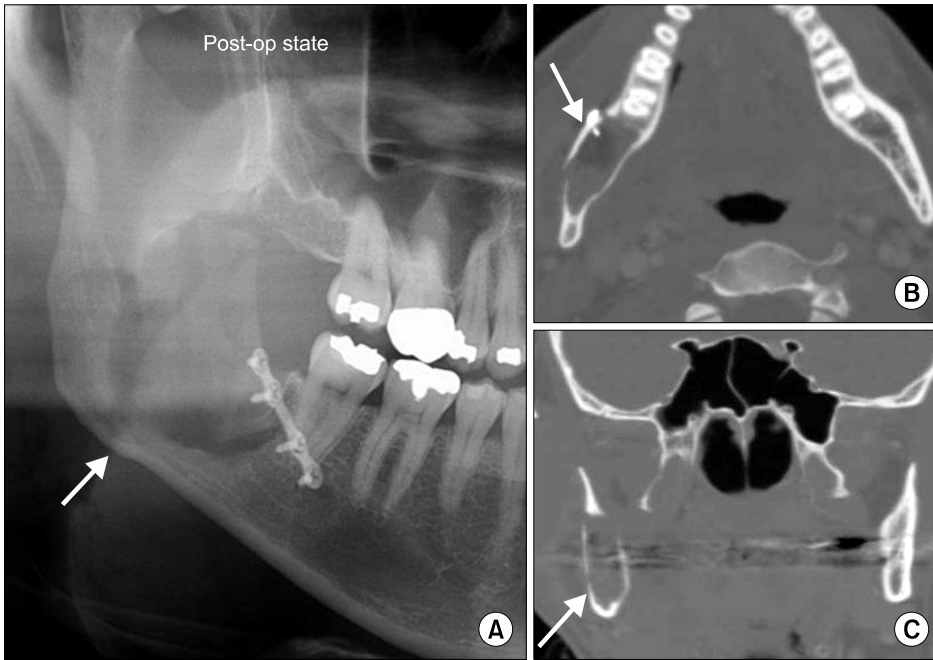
One week postoperative (post-op) radiographic examination revealed a radiolucent cavity (A~C: white arrows) after surgical curettage with lateral decortications. (A) Panoramic radiography. (B) Axial view. (C) Coronal view.
